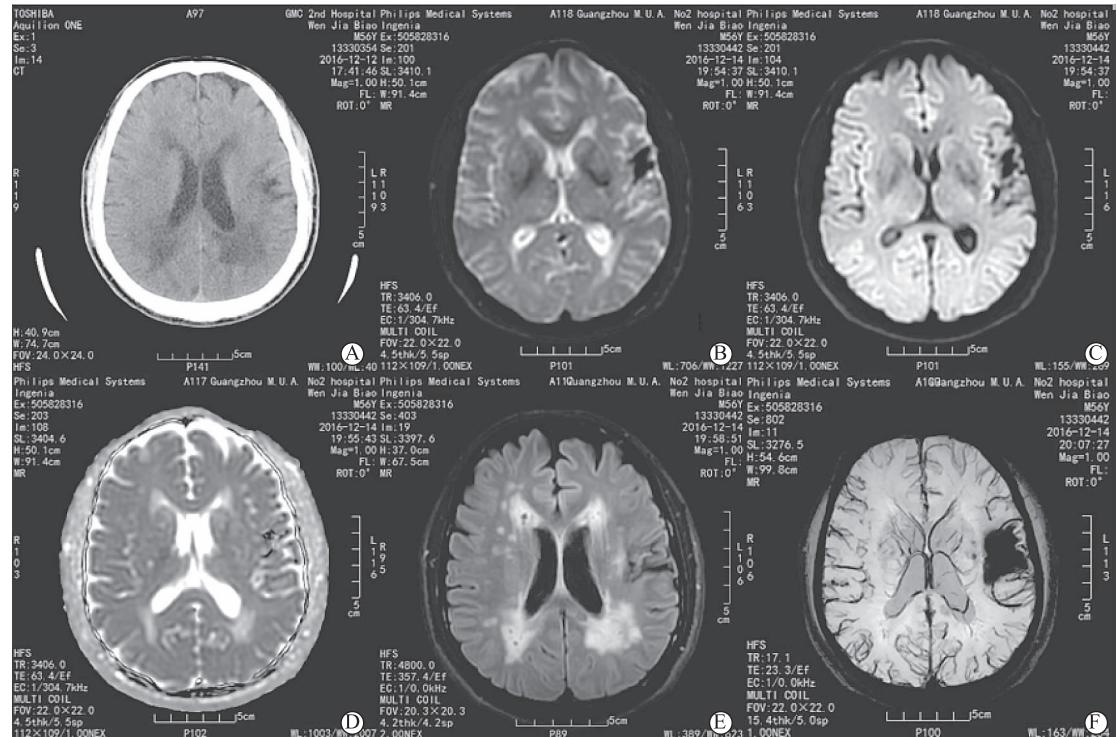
A 为头颅 CT,B-E 为头颅 MRI 示(1)考虑左侧颞叶陈旧出血软化灶;(2)MRV 示左侧乙状窦显影不佳;MRA 示脑动脉硬化;(3)双侧基底节及半卵圆中心多发腔隙性梗死,需与多发性硬化鉴别;双侧脑室周围脑白质病变。F 为头颅 SWI 可见脑内微出血和左侧颞叶出血软化灶
